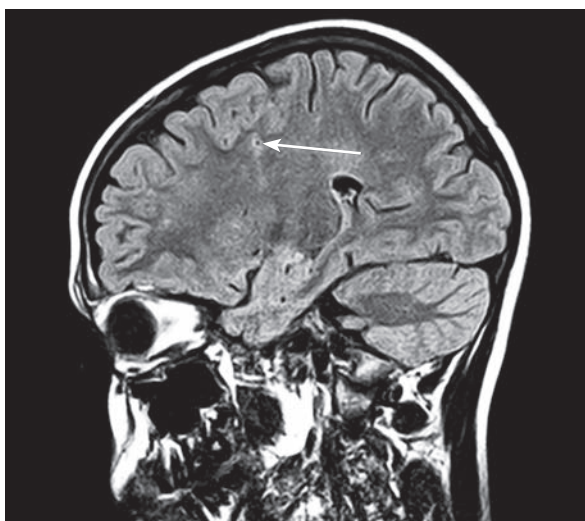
Болезнь моя-моя. Тот же пациент через год. Магнитно-резонансная томограмма. FLAIR ИП, сагиттальная плоскость. Появившаяся постишемическая киста в белом веществе правой лобной доли
